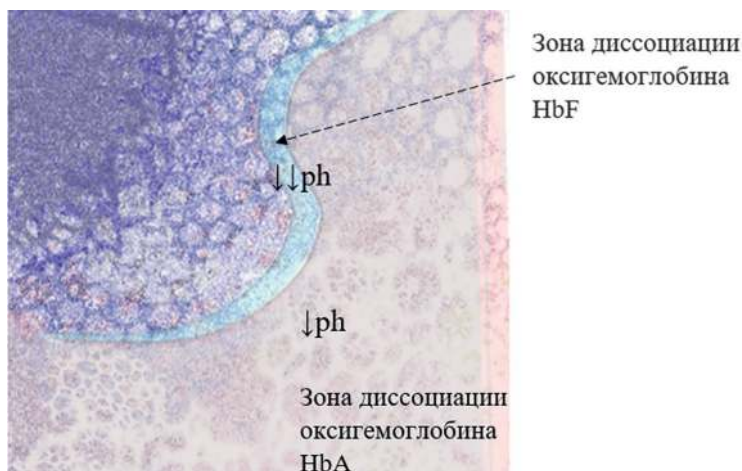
Структура обеспечения гипоксической зоны повреждения у новорожденных при гемотрансфузии.
